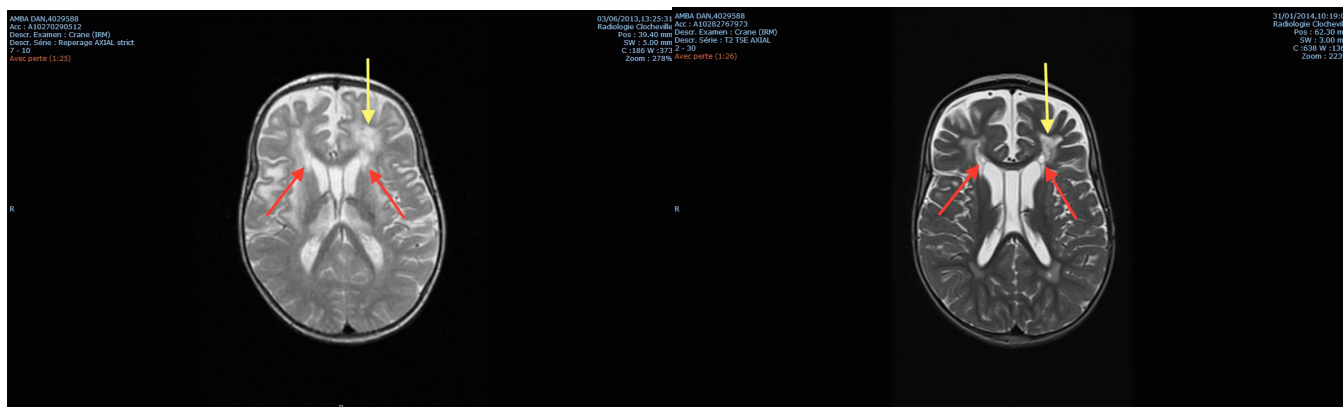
IRM cérébrale axiale T2 de Dan avant traitement (gauche) et après traitement (droit)
